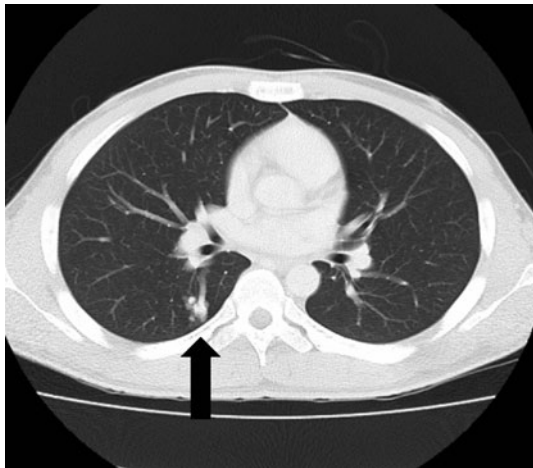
Chest CT showing pulmonary arteriovenous malformation (PAVM) in the right S6a (arrow).
